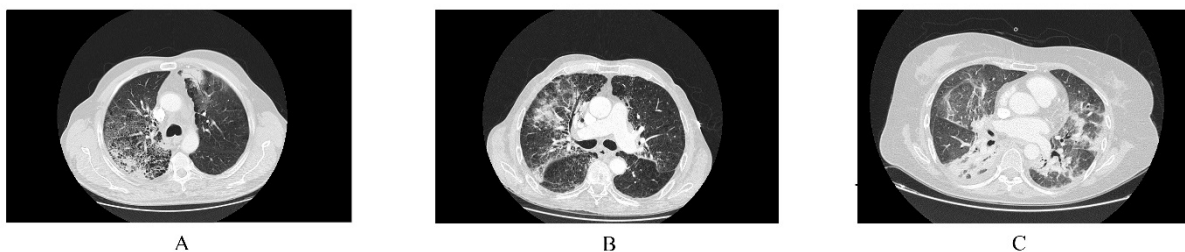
Tomografía axial computerizada: Cambios radiológicos secundarios a toxicidad pulmonar por diferentes tipos de fármacos: A) Secundarios inmunoterapia B) Secundarios a radioterapia C) Secundarios a TKI
